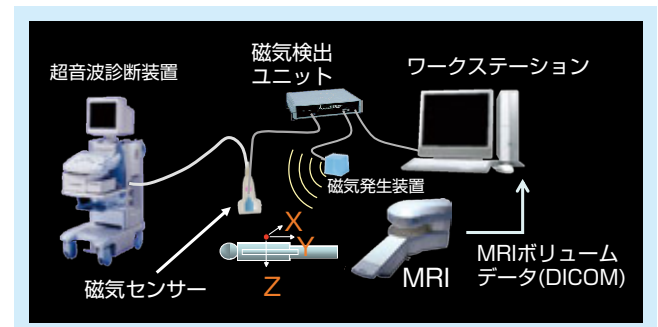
Real-time Virtual Sonography(RVS)¹¹⁾
